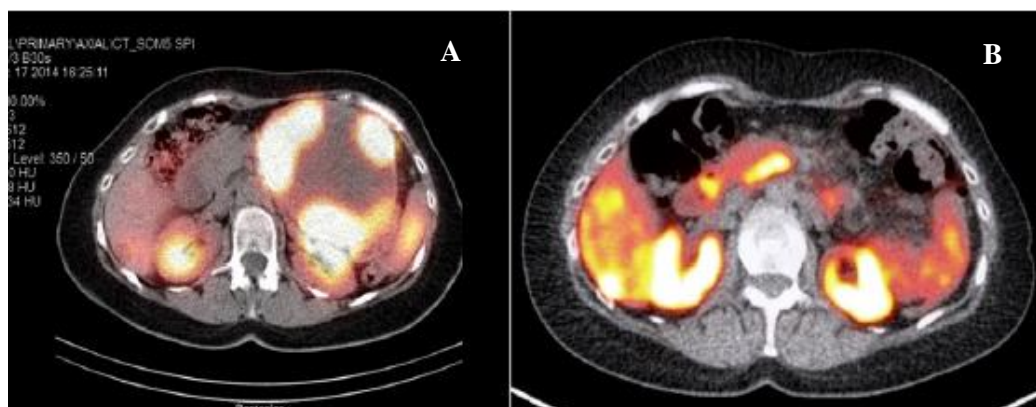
Diagnóstico inicial recorrendo a cintigrafia com Índio-111 Octreotide (SPECT-CT) mostrando captação do radiofármaco no pâncreas (A). A PET-CT com ^{68}Ga -DOTA-TATE mostra o desaparecimento completo da lesão pancreática após PRRT e cirurgia (B).¹⁴³
